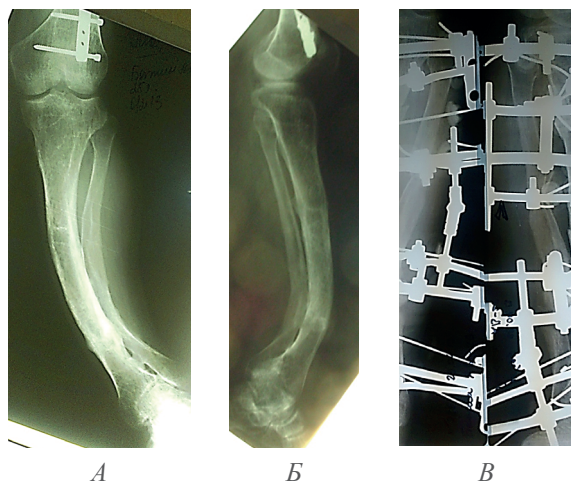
Рентгенограммы левой голени пациента Б.
